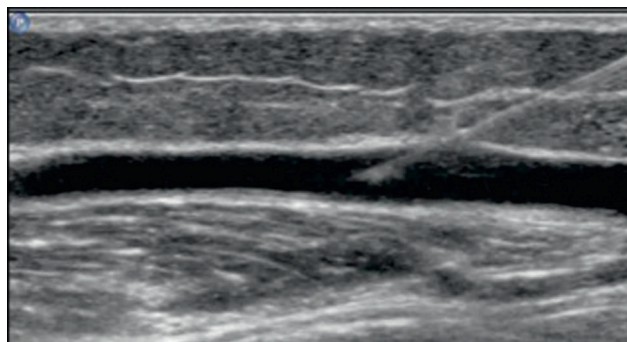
Aspect échographique de l'aiguille lors d'une ponction échoguidée. Échographie mode B, coupe longitudinale.
